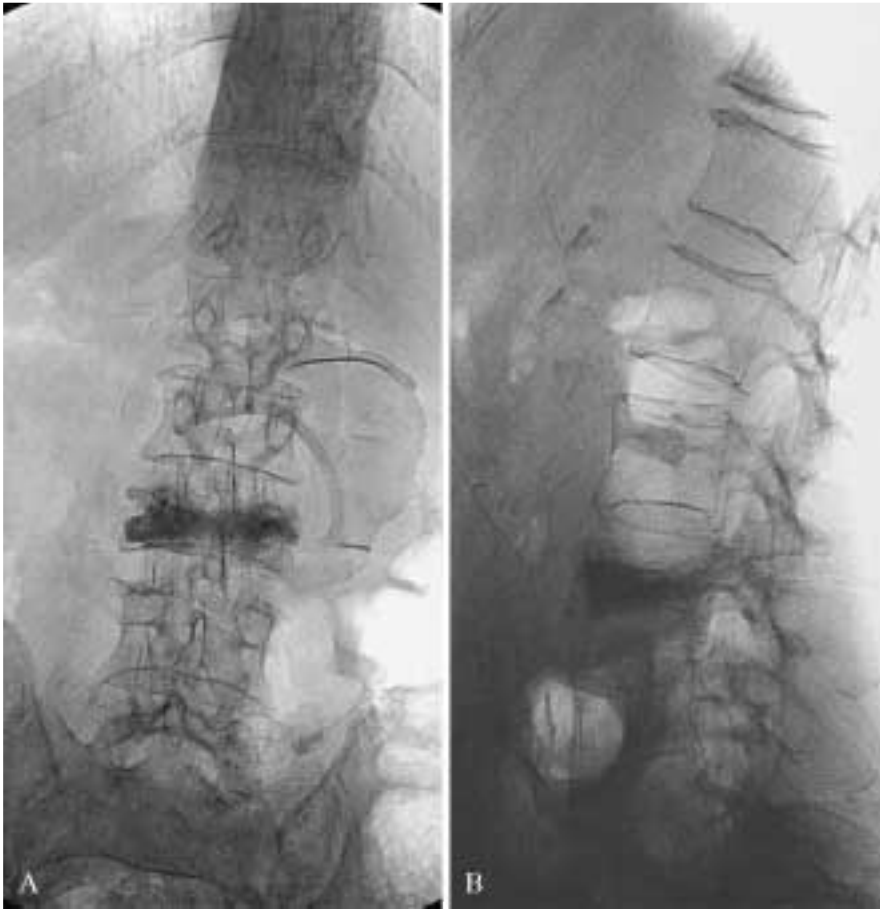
Controllo radiografico post-vertebroplastica in proiezione frontale (A) e latero-laterale (B) di L3. Ottimo risultato con pressoché completo riempimento del soma.
